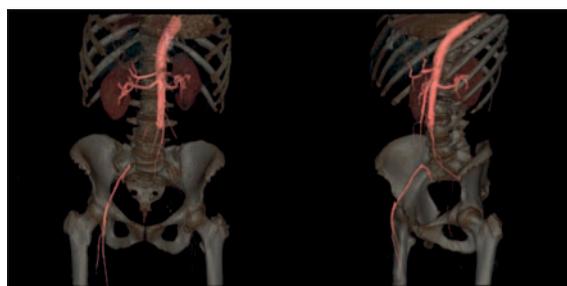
Angio-TC do abdómen e pélvis a revelar trombose da aorta abdominal e de ambas as artérias ilíacas comuns.
